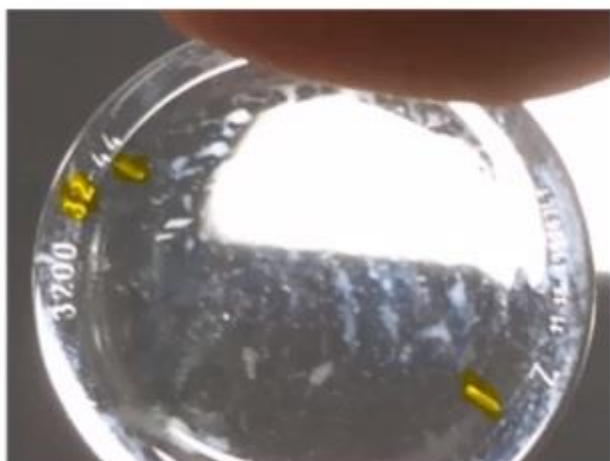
Géométrie Time XL BT – guide d'adaptation lentille Time XL, campus Menicon
